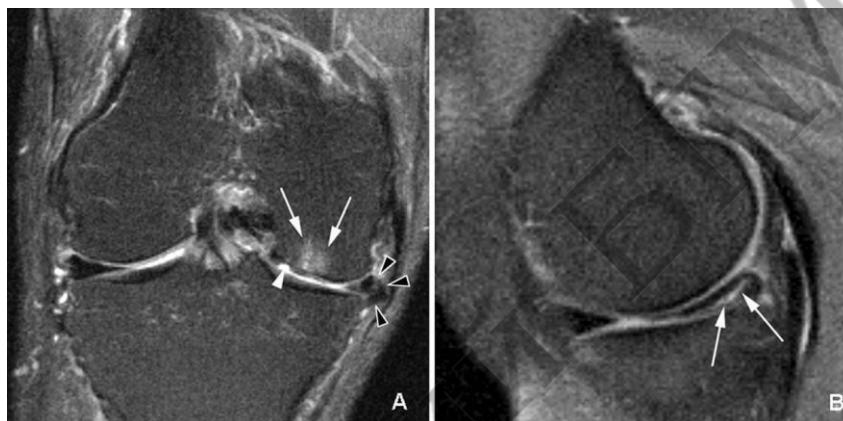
визуализация экструзии тела медиального мениска, хондромалиции и отека костного мозга у пациента с остеоартритом коленного сустава методом МРТ
